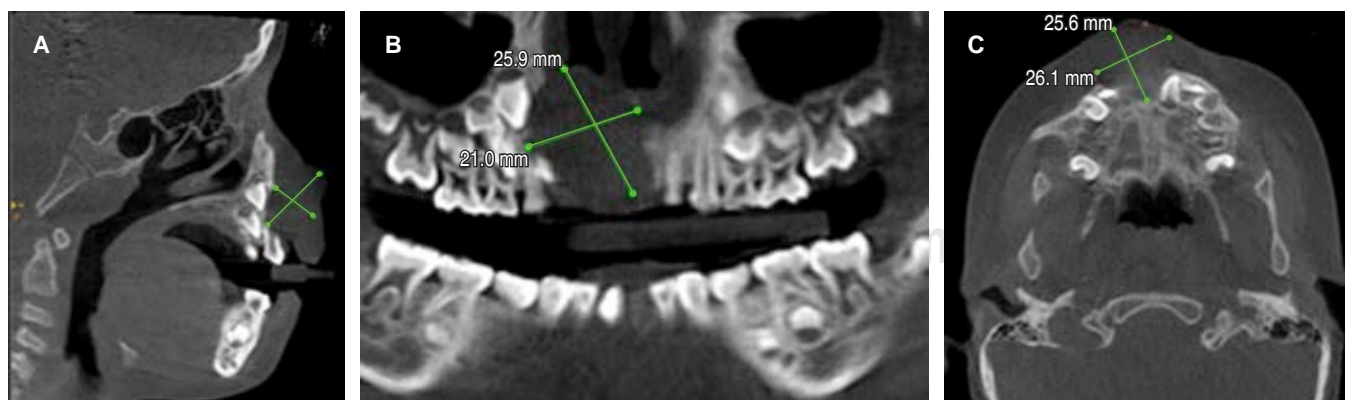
Imagen en *Cone Beam* que permite ver la localización y dimensión de la lesión en las vistas (A) longitudinal (15.8 × 24 mm), (B) coronal (25.9 × 21 mm) y (C) transversal (25.6 × 26.1 mm).
